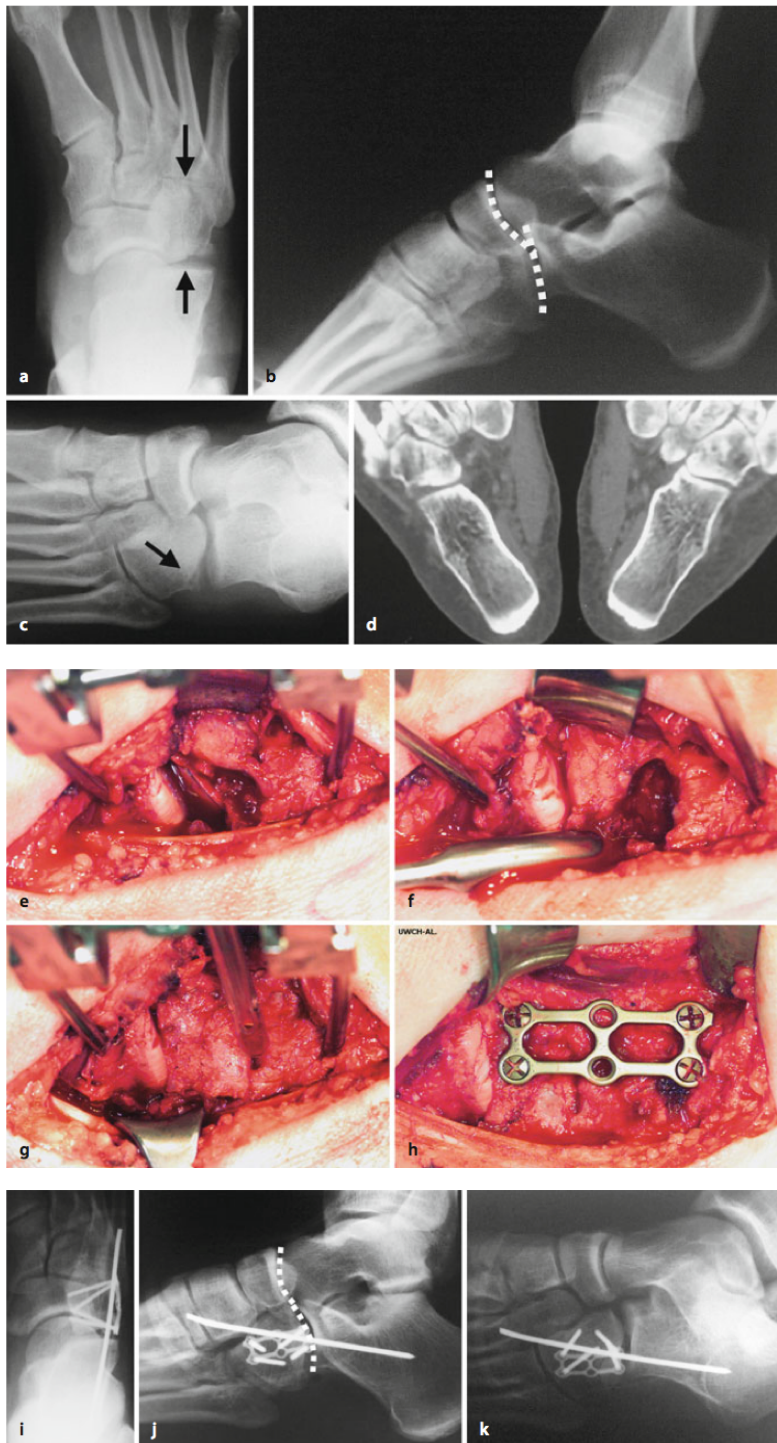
Beispiel der operativen Versorgung einer transcuboidalen Chopart-Luxationsfraktur rechts (aus: Rammelt und Zwipp, 2011). In den Röntgenaufnahmen sind eine verkürzte laterale Fußsäule, ein erweiterter calcaneocuboidaler Gelenkspalt sowie die verworfene Cyma-Linie zu sehen (a-c). In der CT wird die Gelenkflächeninkongruenz und die Impression des Os cuboideum deutlich (d). Intraoperativ wird die Gelenkfläche des Os cuboideum angehoben und der noch vorhandene Defekt mit autologer Spongiosa aus dem Beckenkamm aufgefüllt (e-g). Danach erfolgt die Osteosynthese mittels Miniplättchen (h) und eine zusätzliche Transfixation bei persistierender Instabilität mit einem Kirschner-Draht für 6 Wochen. In den postoperativen Röntgenaufnahmen sind die wiederhergestellten Längen der beiden Fußsäulen sowie die harmonisch verlaufende Cyma-Linie zu sehen (i-k).
